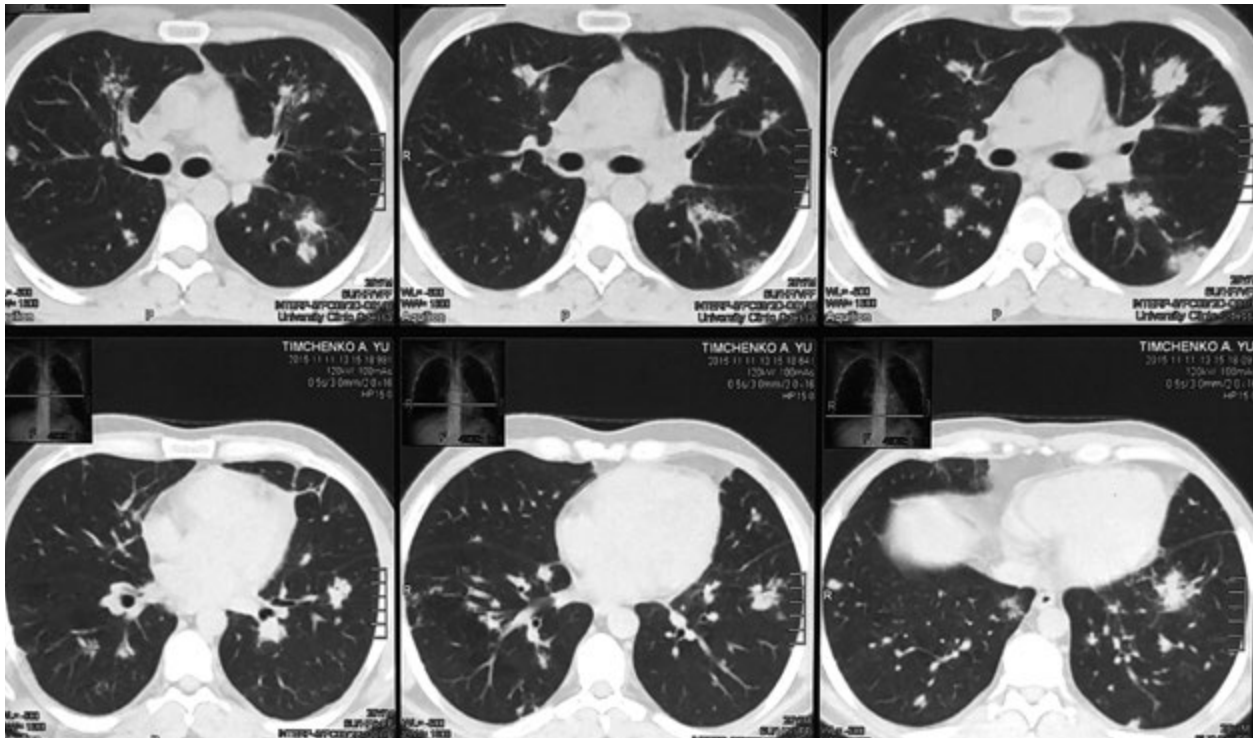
Комп'ютерна томографія органів грудної порожнини до біопсії легені. Діагноз — дисемінація неясного генезу
